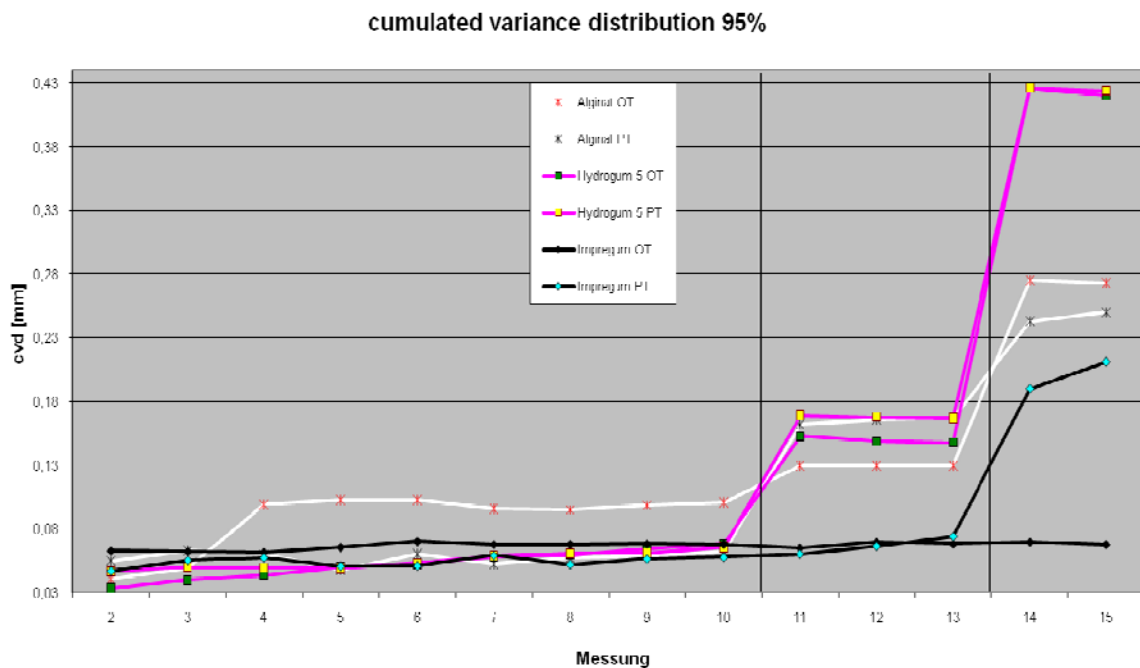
Zeitliches Verhalten der Dimensionsstabilität der Abformmaterialien und -löffel. Zehn Aufnahmen am Tag 1, drei am Tag 3, zwei am Tag 7. Die erste CT-Aufnahme diente als Referenzaufnahme. cvd in mm= normierte kumulierte Häufigkeitsverteilung bei einem Konfidenzintervall von 95%. (PT = Position™ Tray, 3M Espe; OT = Opti-Tray, Profimed)
